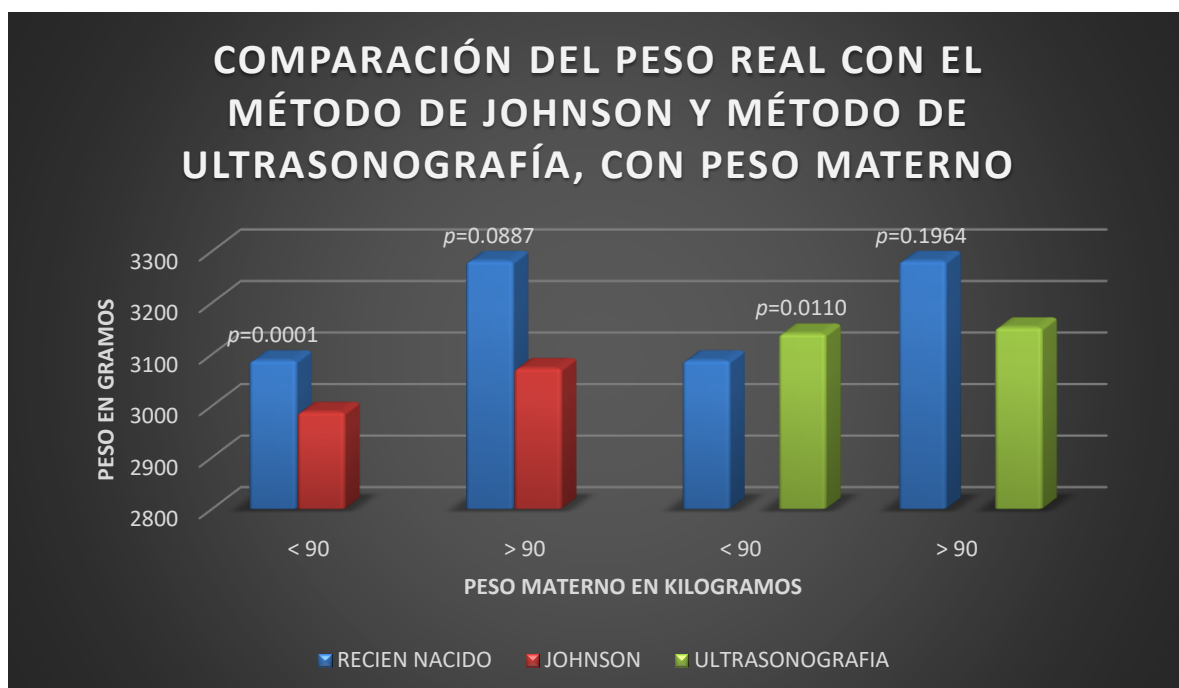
Gráfico que compara el peso real con método de Johnson y ultrasonografía, con el peso materno dividido en 2 grupos <90 y >90 kg.
